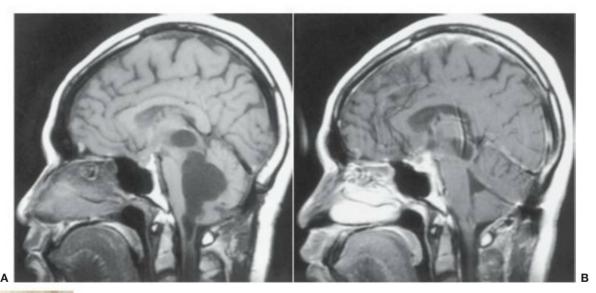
9 Meningitis tuberculosa con adherencias aracnoideas y bloqueo del cuarto ventrículo. Imágenes de RM sagitales potenciadas en T1 antes (A) y después (B) de la intervención quirúrgica que muestran dilatación del cuarto ventrículo y del tercer ventrículo posterior y siringo en resolución (B) después de la realización de derivaciones en el cuarto ventrículo y en el ventrículo lateral derecho.
